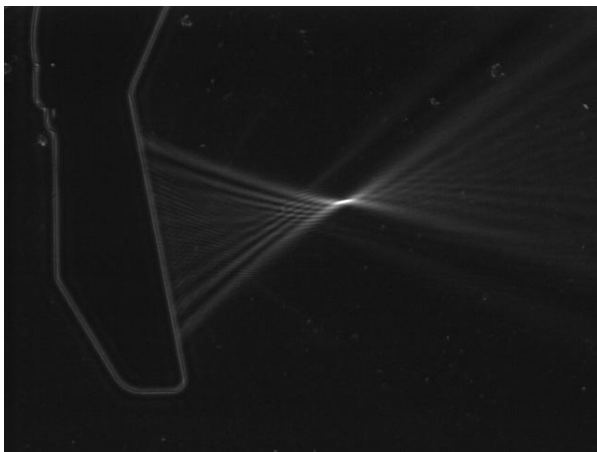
Focal ultrasonic field of a HIFU transducer at 3 MHz.
